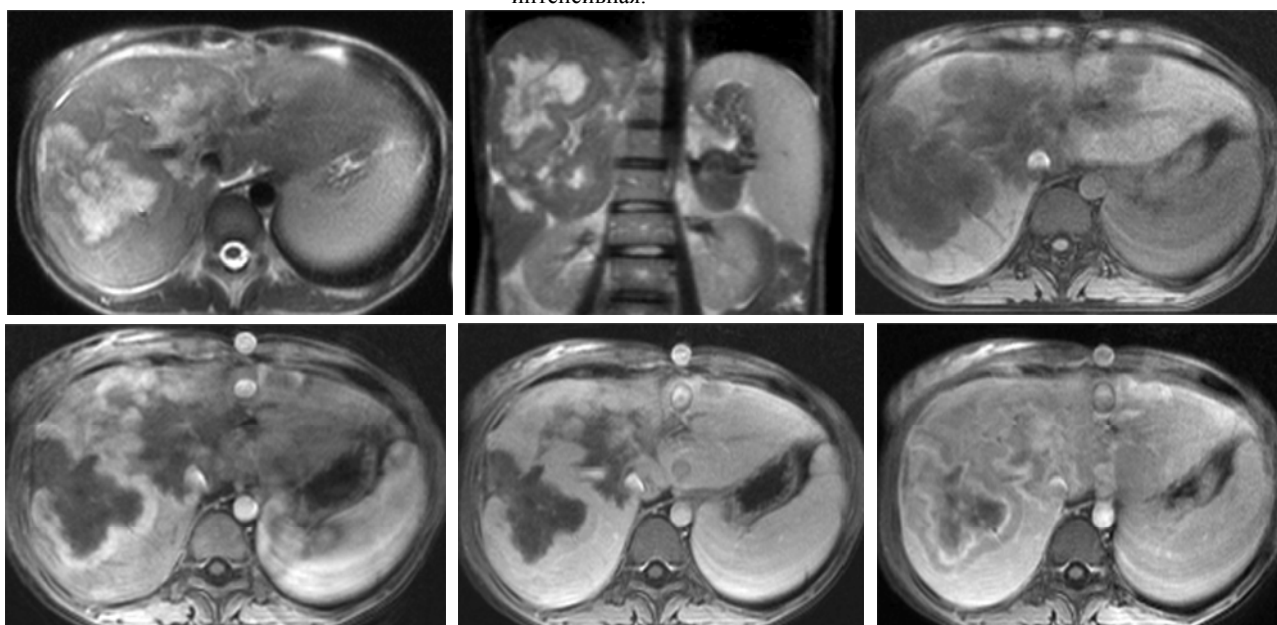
Пациентка К. 24 лет, первичная лимфома печени. МР-томограммы брюшной полости.
